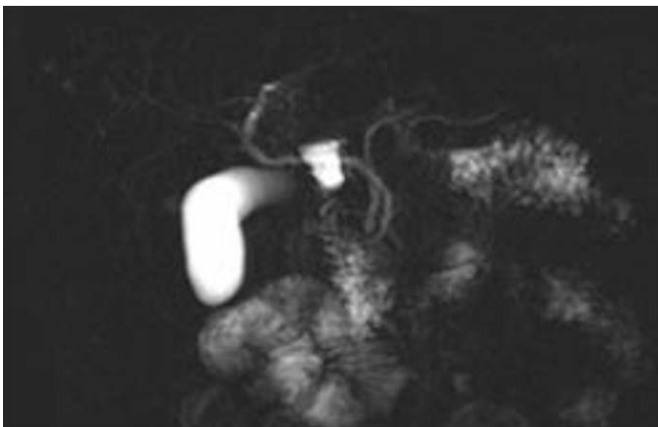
Pancréas divisum en IRM.
